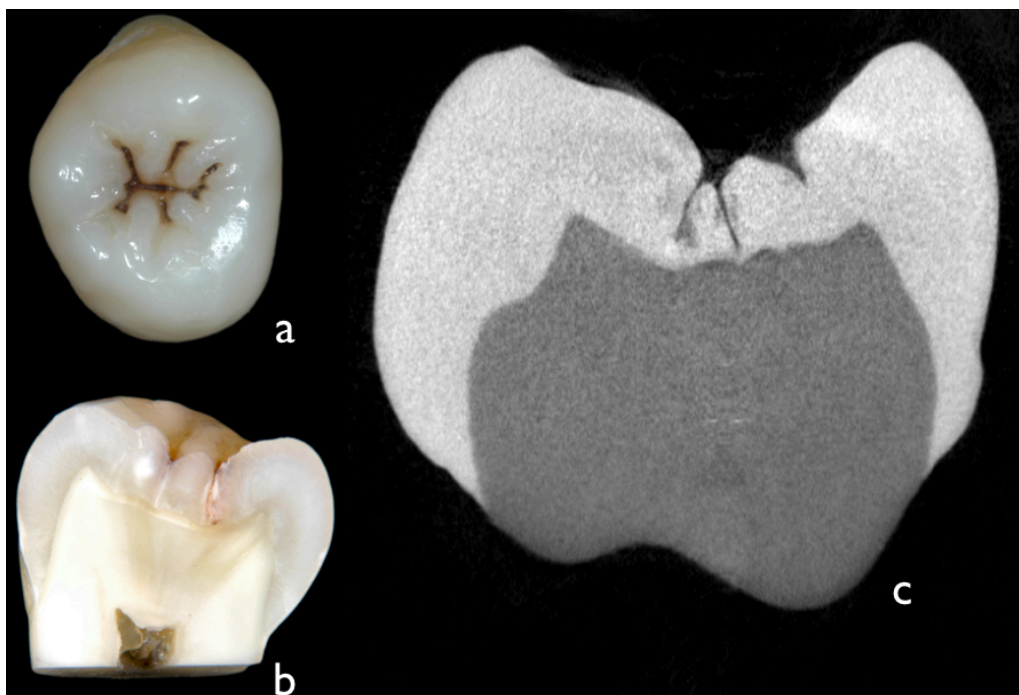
Exemplo das imagens obtidas antes e depois do corte histológico e com a utilização da micro-CT. a - Fotografia inicial da coroa dentária, b - após o corte histológico, c - imagem da micro-CT.
